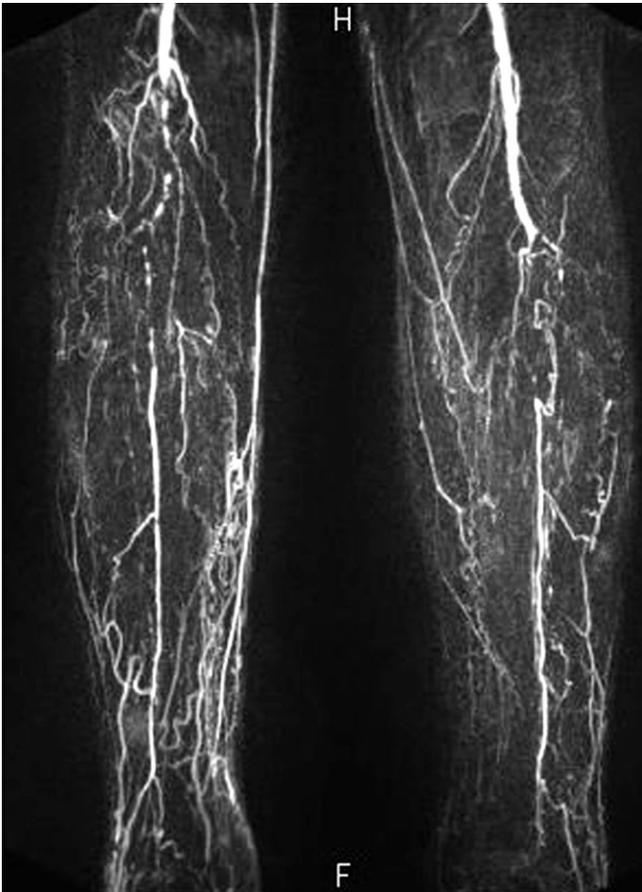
▲ Die Magnetresonanztomographie bei einem Patienten mit diabetischem Fußsyndrom zeigt beidseits typische kollateralisierte Verschlüsse der Unterschenkelarterien
